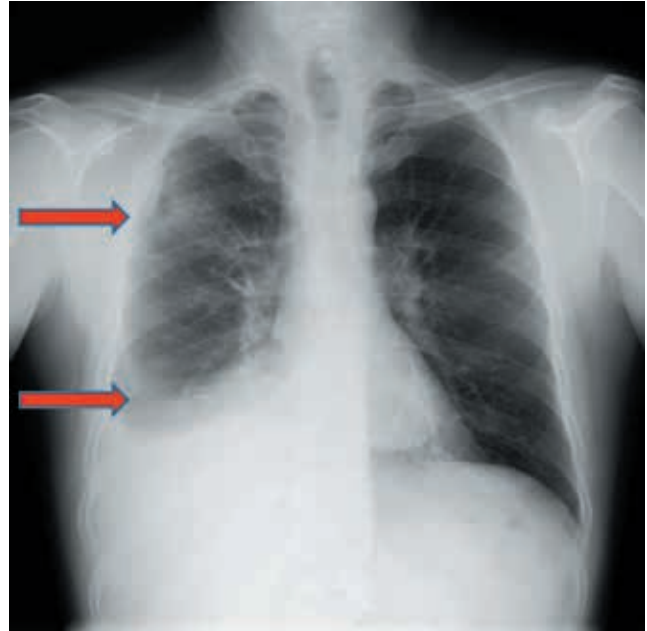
Radiografía de tórax posterior-anterior: se observa aumento de la densidad en el lóbulo superior derecho con pinzamiento del ángulo costo-frénico derecho (flechas rojas).
